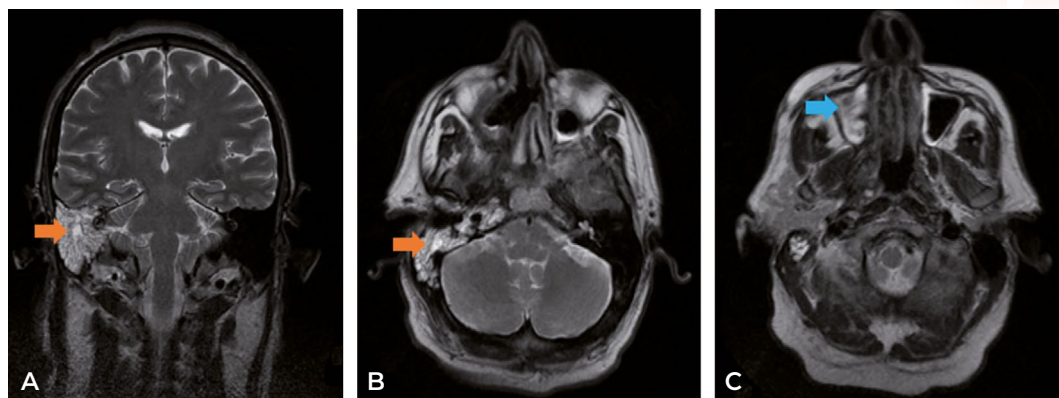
Resonancia magnética cerebral, secuencia T2, corte coronal (A), axial (B, C). La flecha naranja señala extensa ocupación de celdillas mastoideas derechas y oído medio. La flecha azul señala sinusopatía crónica maxilar de predominio derecho.
